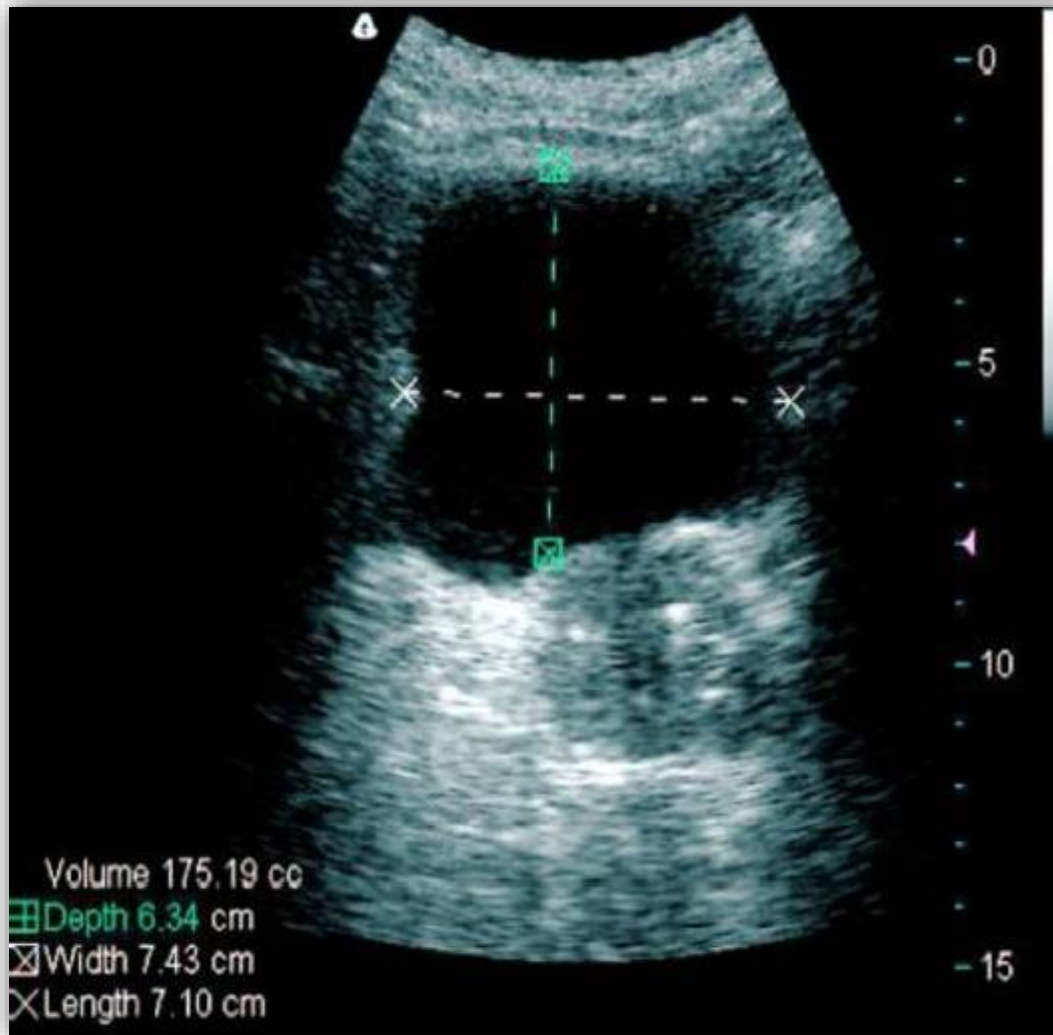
Mise en évidence d'un résidu post-mictionnel sur échographie vésicale [43]
